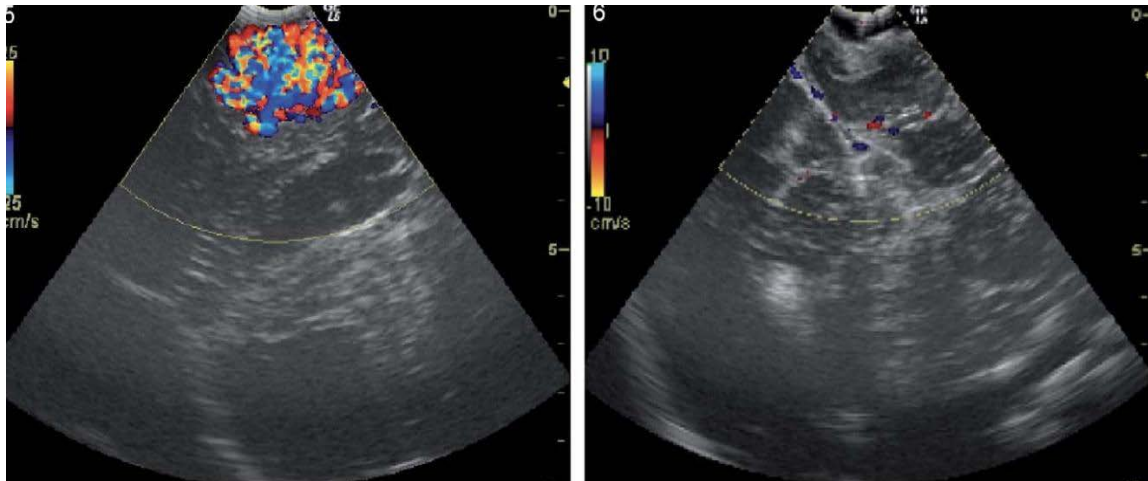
Échographie peropératoire d'une MAV
